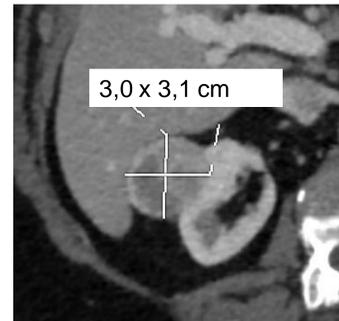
TC com contraste Plano axial
